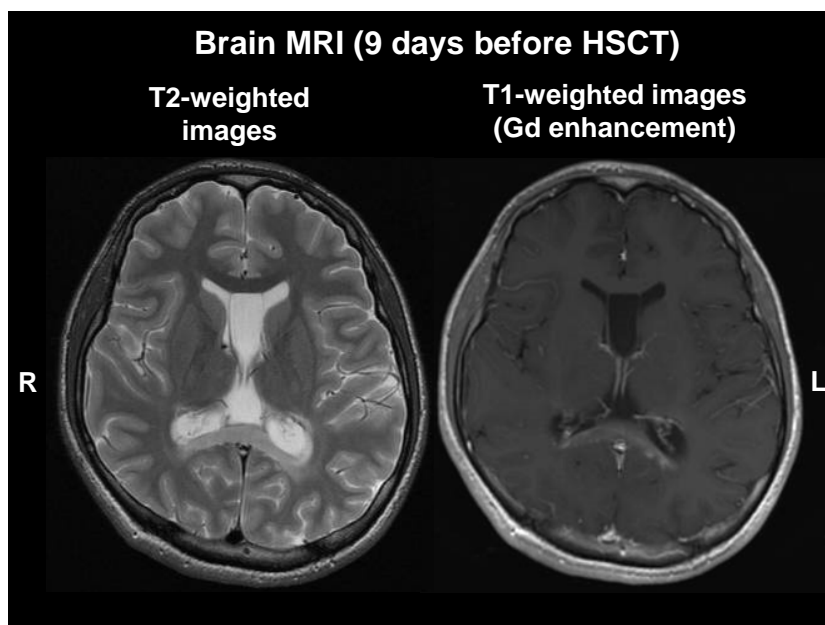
当院で HSCT を施行した ALD 症例(症例 1)の HSCT 後頭部 MRI の変化(造影効果の消失)
